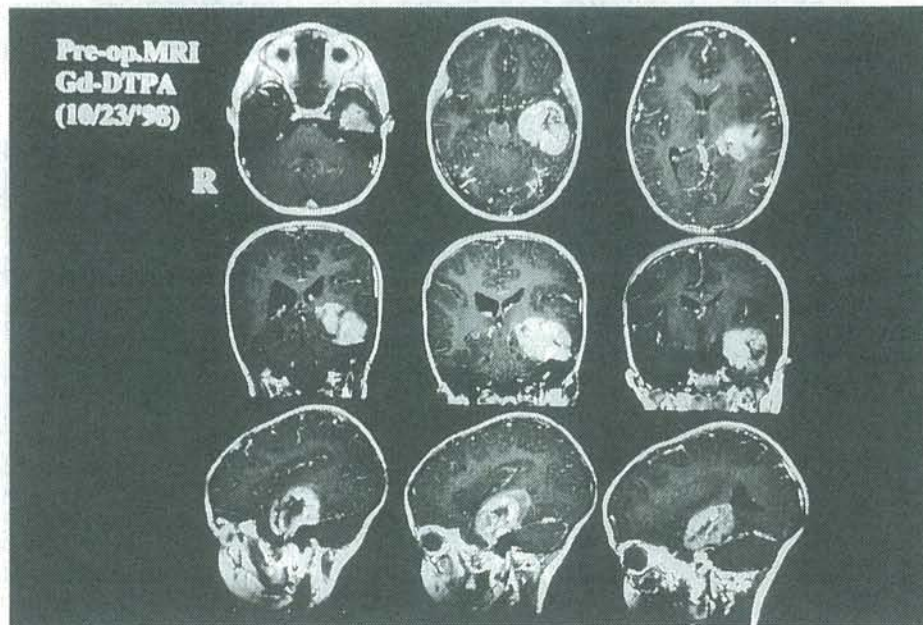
Preoperative Gd-DTPA MR imagings on the 1st operation.
